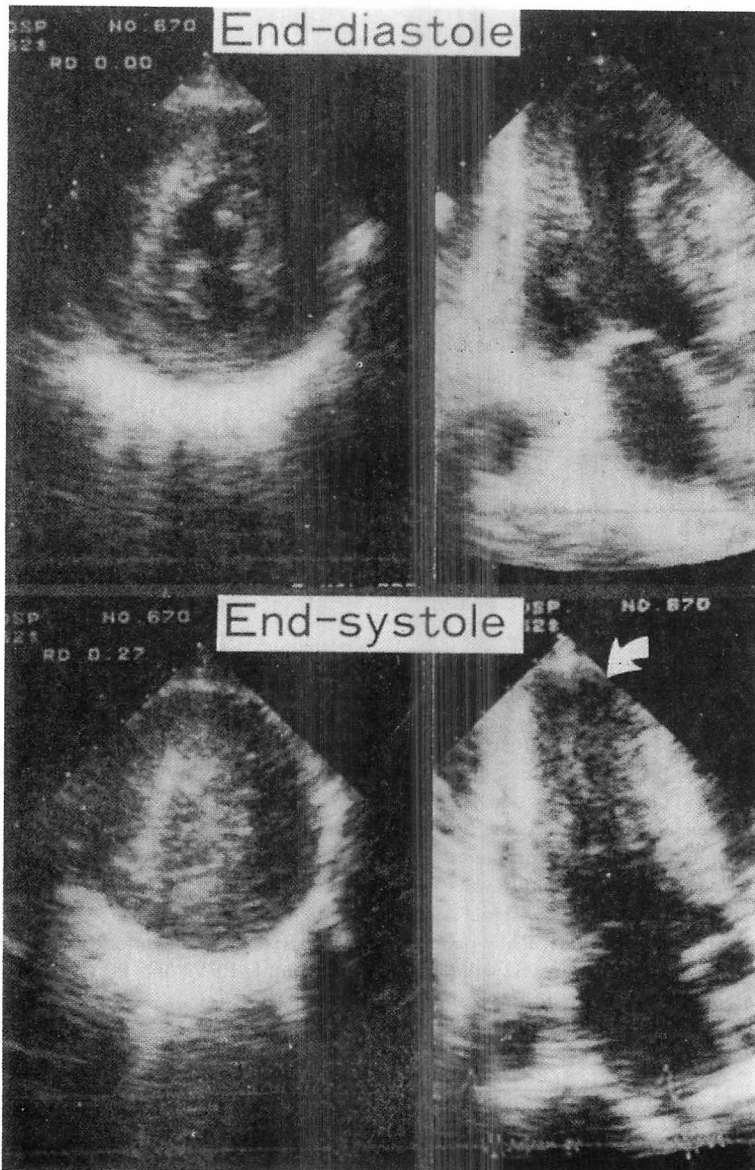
Detection of cavity obliteration and apical sequestration using two-dimensional echocardiography.
